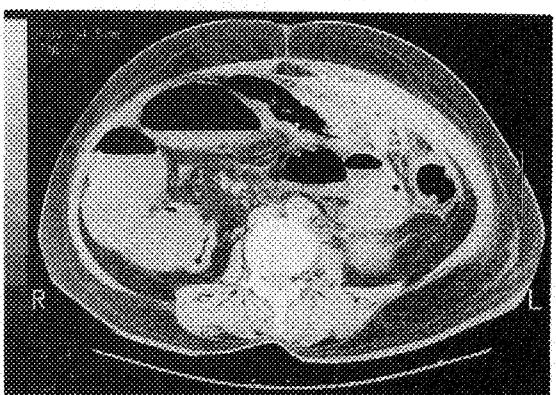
CT scan on admission day. Left abdominal wall thickening and inflammatory colonic mass were shown.
